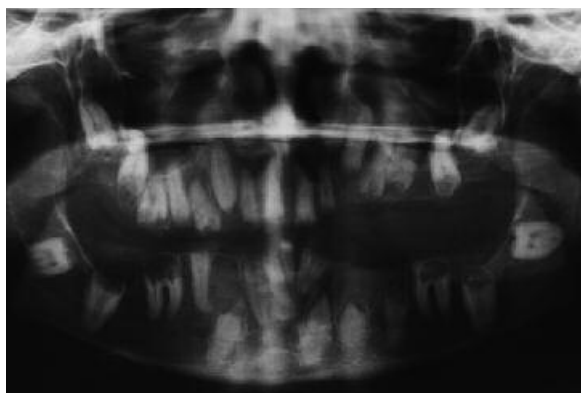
Radiografia panorâmica em que verifica-se a presença de dentes fantasmas em todos os quadrantes e várias unidades inclusas.
